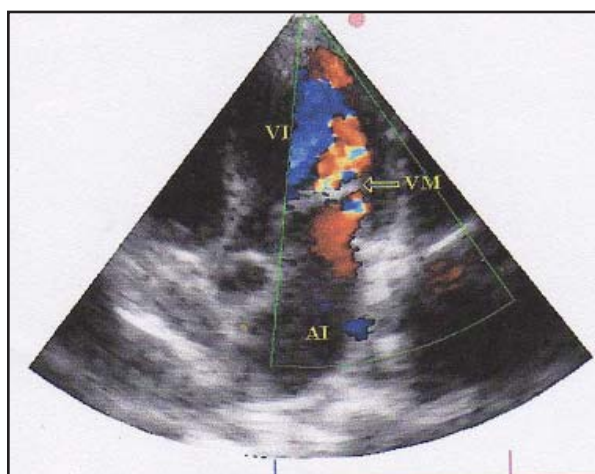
Imagen de 5 cámaras de doppler color donde se evidencia turbulencia a nivel de la válvula mitral durante la diástole.
